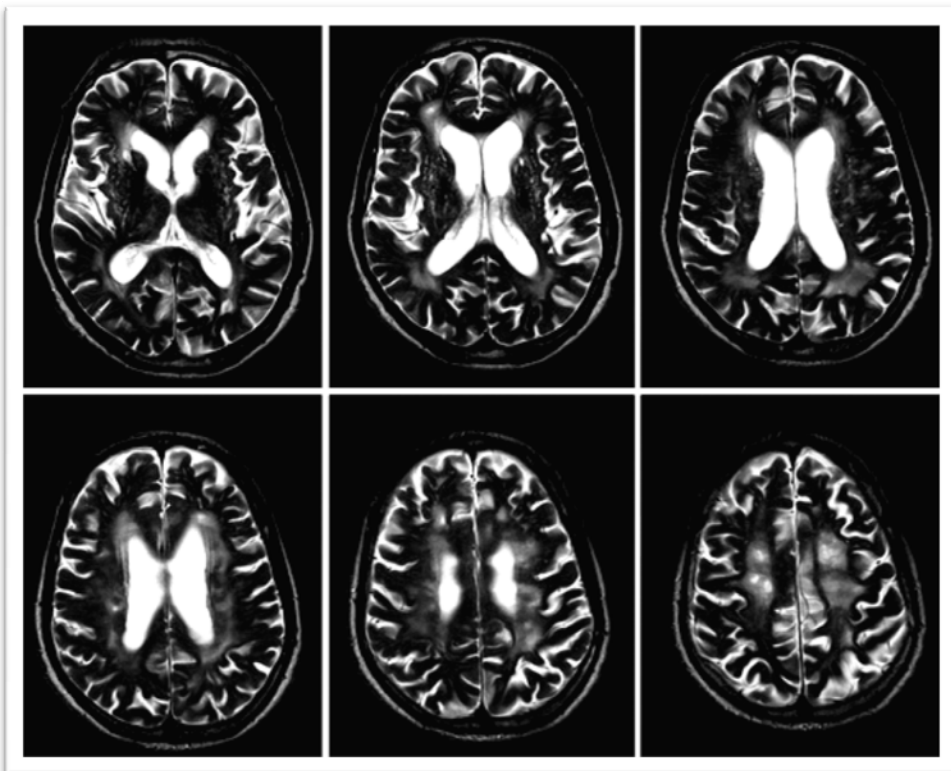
Leukoaraiosis* – Áreas hiper-intensas na substância branca profunda em RM numa ponderação T2. Da esquerda para a direita, cortes axiais passando pelos ventrículos laterais, desde o pavimento até ao tecto. (Nota: as imagens são do mesmo doente apresentado na Figura 1).
